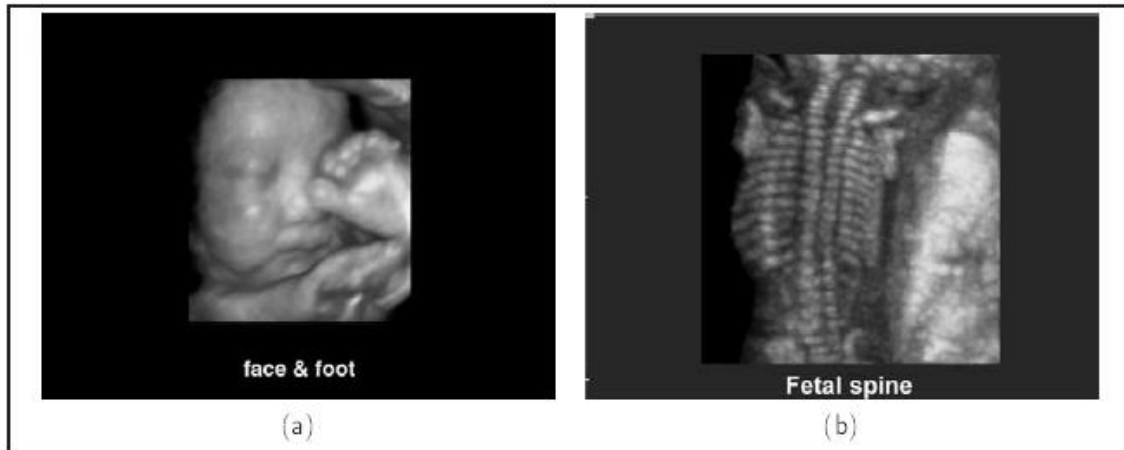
Exemple d'image échographique 3D (a) visage et pied d'un fœtus, (b) colonne vertébrale d'un fœtus (image prévenant du site internet de médisons)
